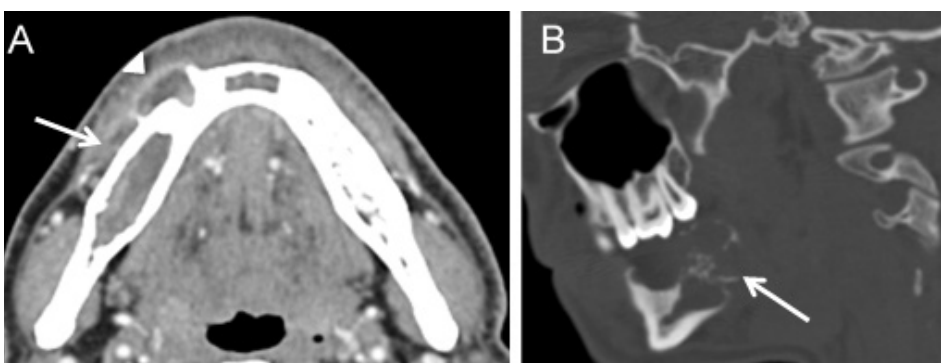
Ameloblastoma multicístico. Imagem axial de TC em janela de tecidos moles (A) demonstra uma lesão lucente biloculada na vertente direita do corpo mandibular (seta), com disrupção da cortical na sua loca mais anterior, onde se observa um septo captante (cabeça de seta). Imagem sagital de TC em janela óssea (B), demonstrando uma lesão lucente na transição entre o corpo e o ramo ascendente direito, com expansão óssea, disrupção cortical e múltiplos septos finos (seta).
